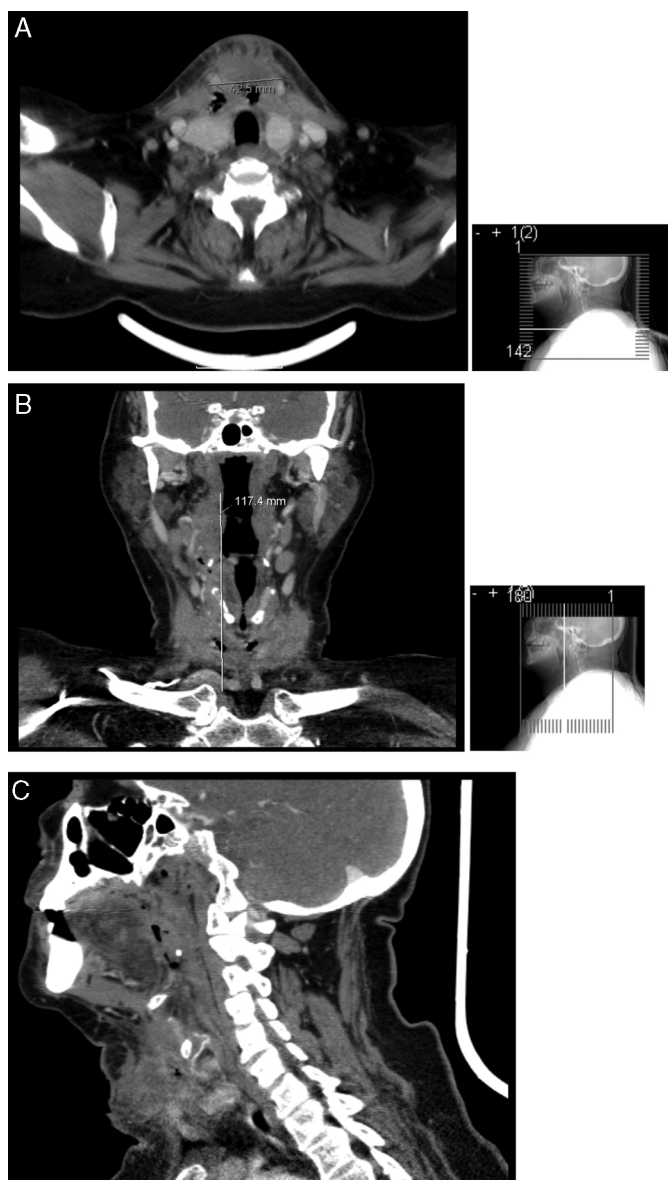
TC cervical do segundo internamento. Observa-se um diâmetro transverso máximo de 42,5 mm (A), com uma extensão máxima de cerca de 120 mm até ao plano das clavículas (B). Em C são evidentes as alterações características de celulite cutânea a nível da região cervical.
